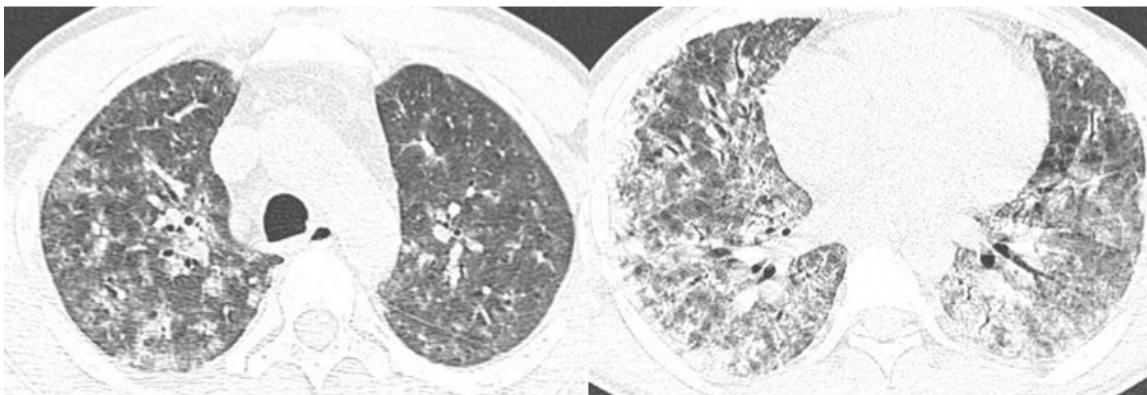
Dois cortes da tomografia computadorizada de tórax demonstrando infiltrado compatível com hemorragia alveolar difusa.
